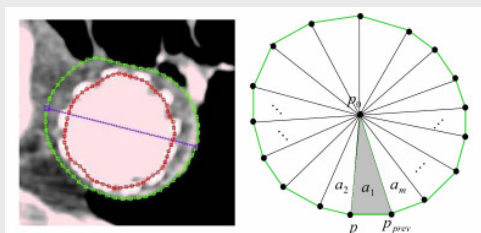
Innere und äußere Kontur und maximaler Durchmesser eines Aneurysmas in einer CT-Schicht (links). Zur Bestimmung der Fläche wird die Kontur über den Schwerpunkt  $p_0$  und zwei Konturpunkte  $p$  und  $p_{prev}$  trianguliert. Danach werden die Flächen der Dreiecke  $a_1, a_2, \dots, a_m$  aufsummiert (rechts).
